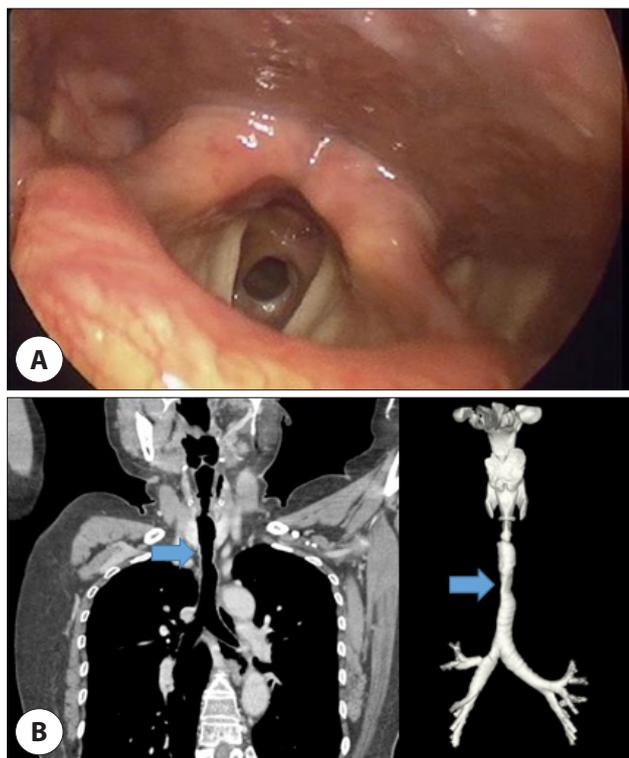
Tracheal stenosis of Case 2. A : Laryngoscopic finding. B : CT findings indicating tracheal stenosis in coronal (left) and 3D reconstruction view (right). Stenotic portion's transverse diameter was about 8.8 mm with 17 mm length. CT: computed tomography.
